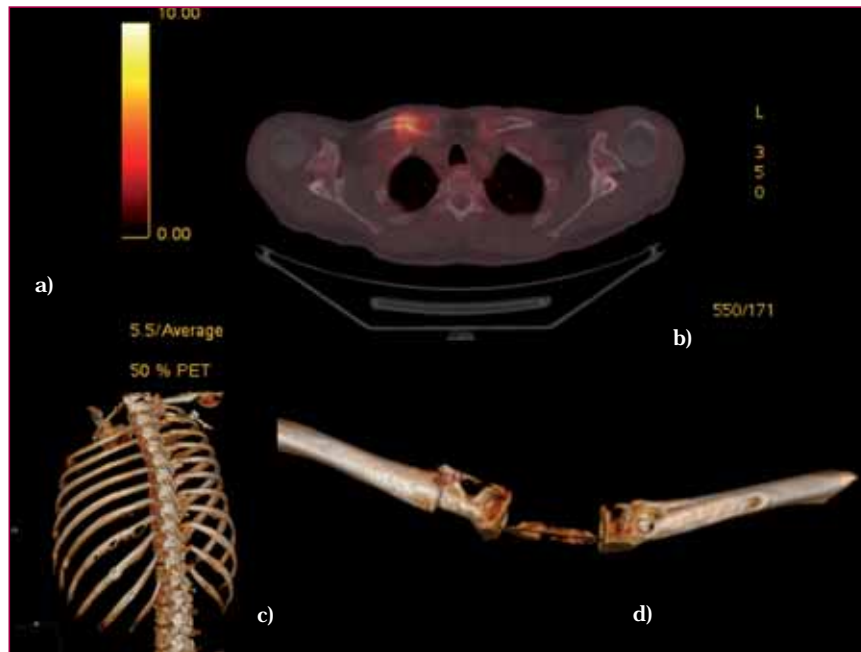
PET-TC de la regió clavicular i reconstrucció tridimensional de les imatges obtingudes per TC de les lesions òsees en parrilla costal.
